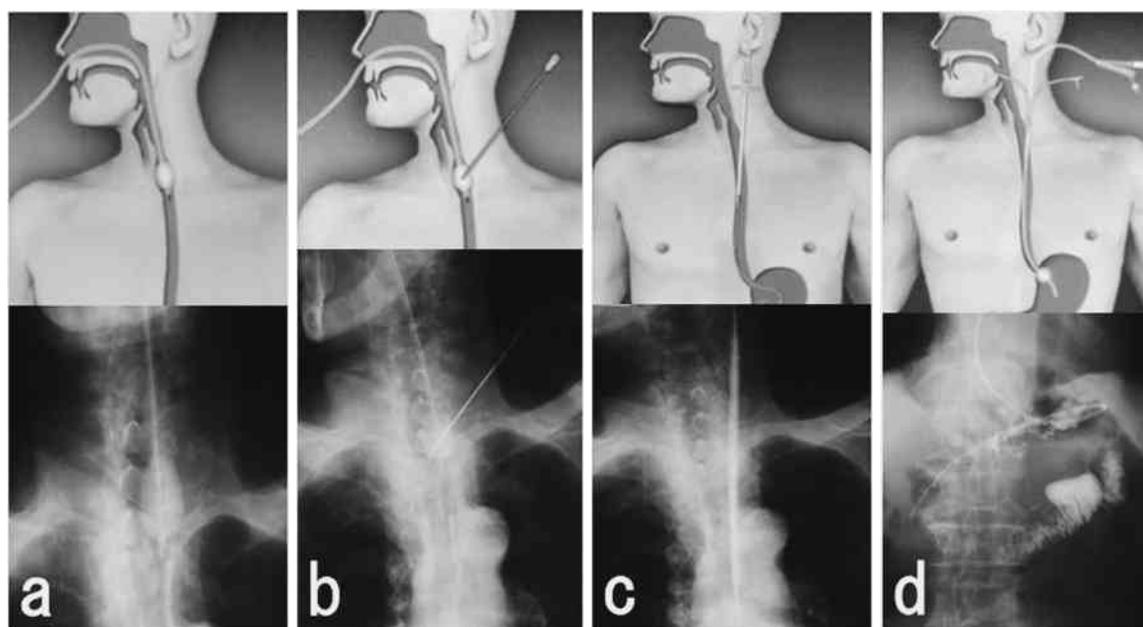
経皮経食道胃管挿入術（Percutaneous Transesophageal Gastro Tubing：PTEG）の実際
